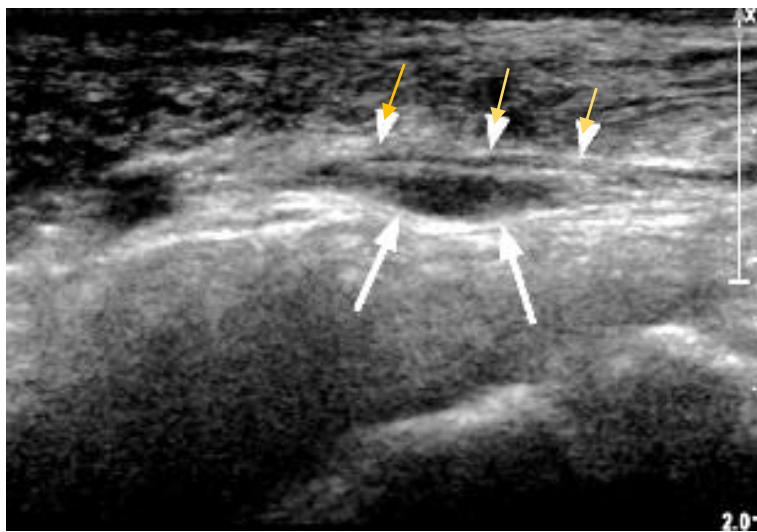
Image échographique, coupe longitudinale montrant un neurinome de la branche superficielle du nerf ulnaire (deux flèches blanches). Hôpital militaire de Bouchaoui 2016
